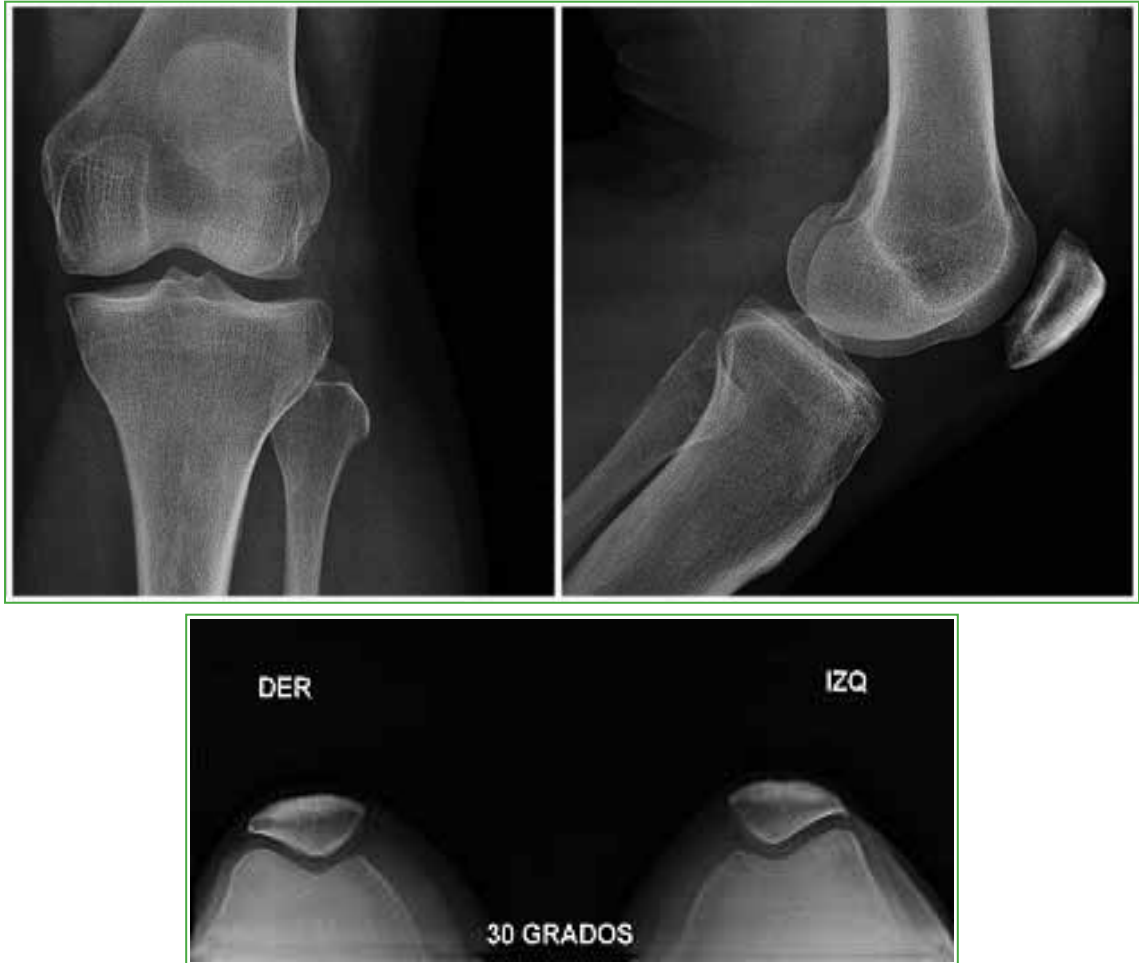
Set de radiografias preoperatorias.
